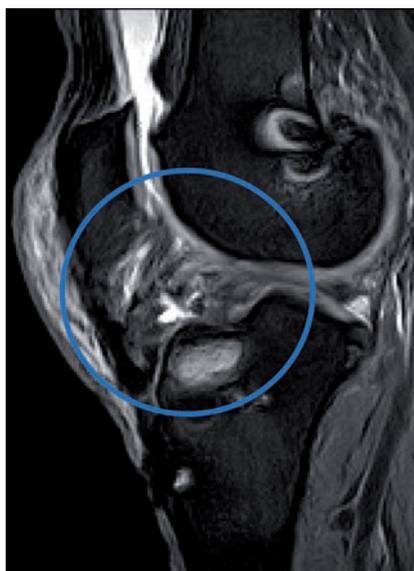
▲ Resonancia magnética. Exposición de un síndrome de contracción infrapatelar en el plano sagital.
